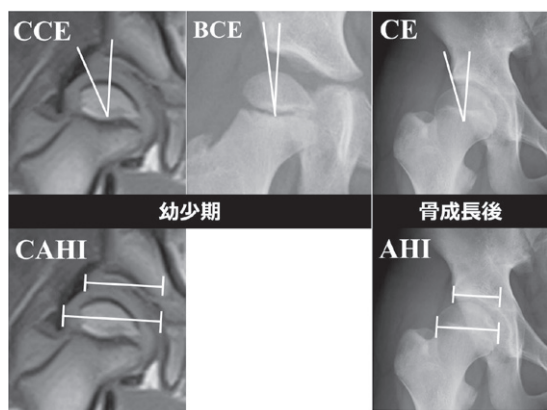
各項目の測定：幼少期はMRIでCCE角とCAHIを，X線像でBCE角を測定し，骨成長後はX線像でCE角とAHIを計測した。
